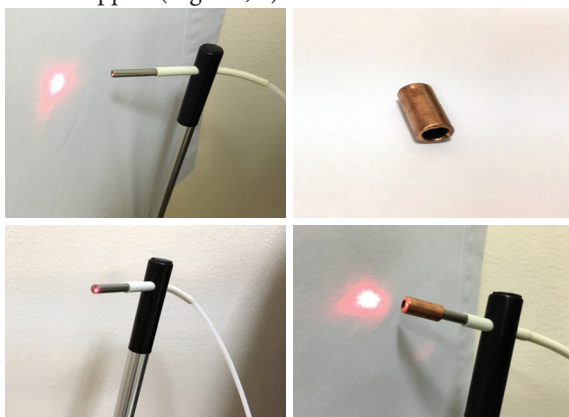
(a). Sonda laser-Doppler și tubul de ghidare pentru sondă
